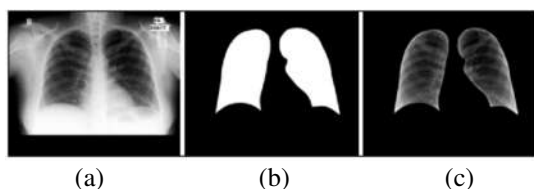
Ejemplos de una radiografía de tórax (a), la máscara correspondiente al pulmón (b), y el resultado de la imagen segmentada (c) (Stirenko *et al.*, 2018).
